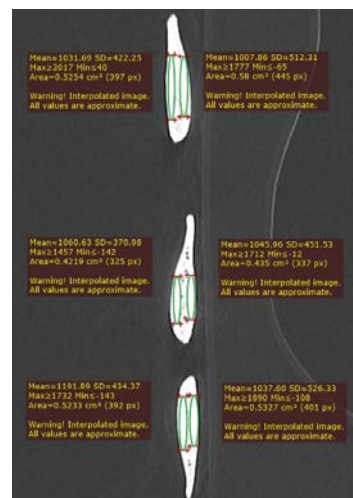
Сагітальний зріз КТ трьох ребер
